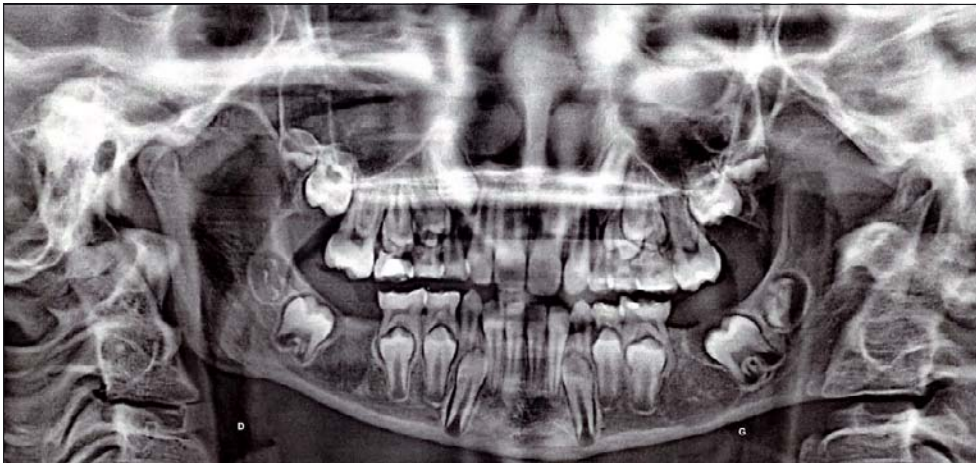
Radiographie panoramique réalisée 8 mois après l'intervention : les cavités kystiques sont en cours de reminéralisation.
